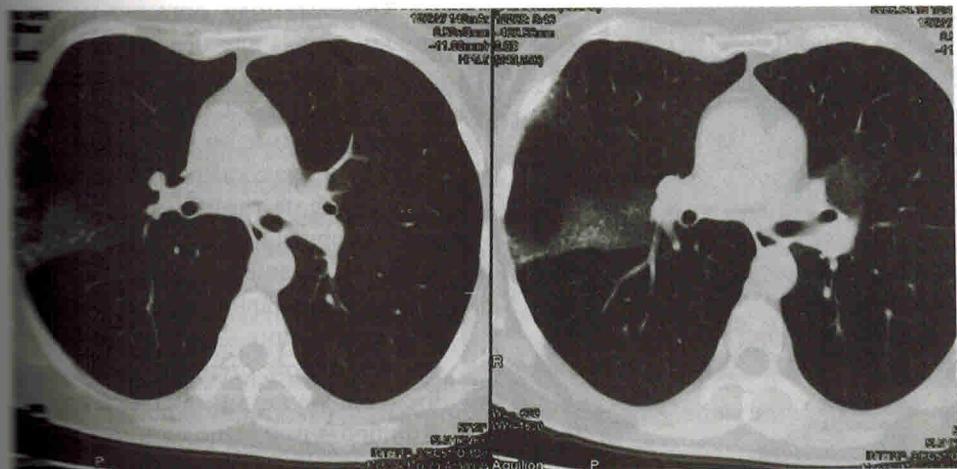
КТ легких больной К. от 2005 г. (пояснения в тексте)
